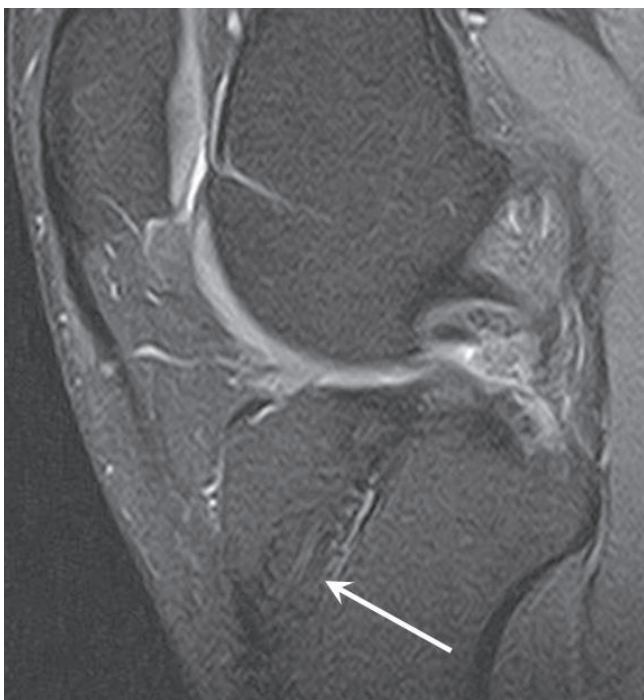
МР-томограмма в сагиттальной проекции, PD FS FSE. Ремоделирование костного канала: винт в большеберцовом канале не визуализируется, МР-сигнал от тканей внутри канала (стрелка) сопоставим с МР-сигналом от окружающей кости.
